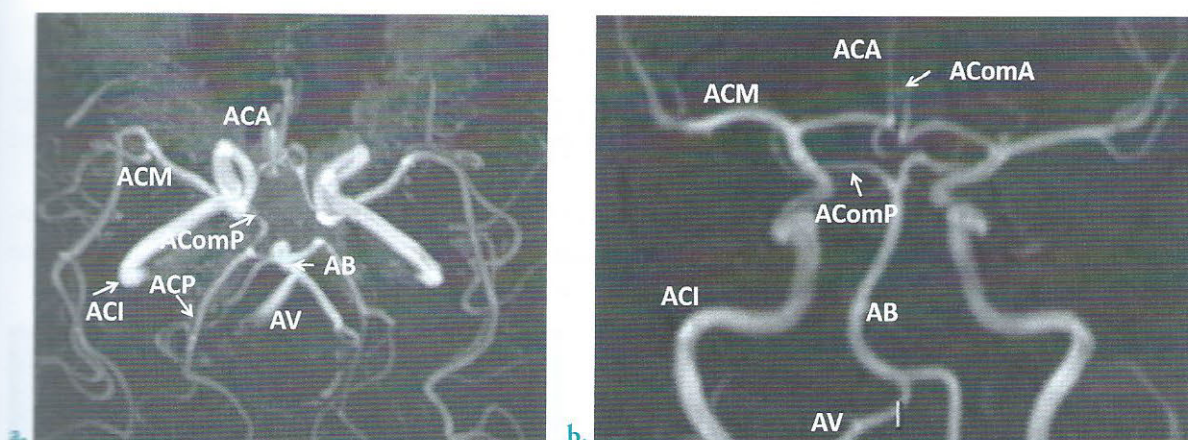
IRM cérébrale, séquence d'angio-IRM en temps de vol (TOF), avec reconstruction en projection d'intensité maximale
